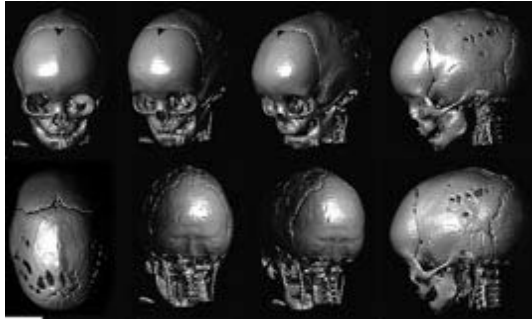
Darstellung eines nur mäßiggradig ausgebildeten Scaphocephalus in der dreidimensionalen Computertomographie. Man sieht deutlich die Lückenbildung im Bereich des Scheitelbeins, das kompensatorisch in die Länge gezogen wird und deswegen Wachstumsstörungen mit unterschiedlicher Knochen-dicke aufweist. Die Fontanelle ist gerade noch offen, die Pfeilnaht dahinter verschlossen. zusätzlich eine Asymmetrie (nach Huang et al., 1996).
